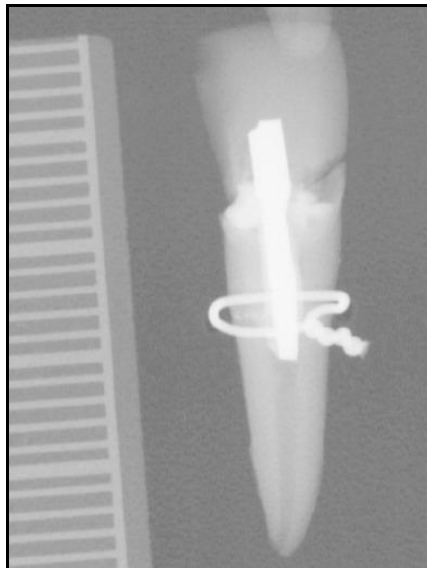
Röntgenbild vom Stiftzahn auf der Zahntafel Nr. 28¹⁵⁴
